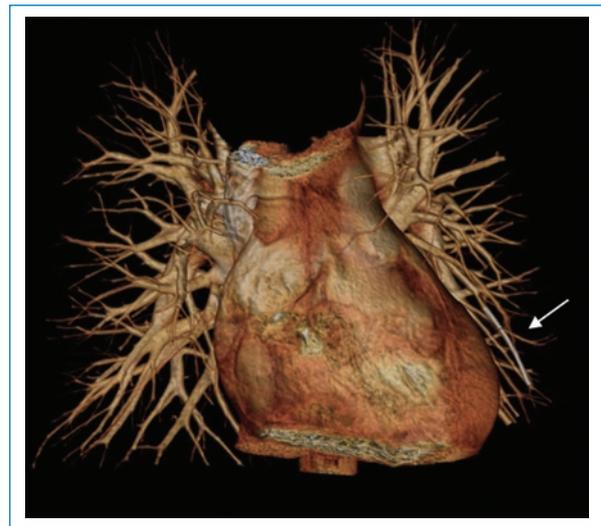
Tomografía computada con reconstrucción volumétrica del corazón y ramas de arterias pulmonares. Se observa una imagen lineal densa de disposición longitudinal en una rama segmentaria inferior de la arteria pulmonar izquierda.
